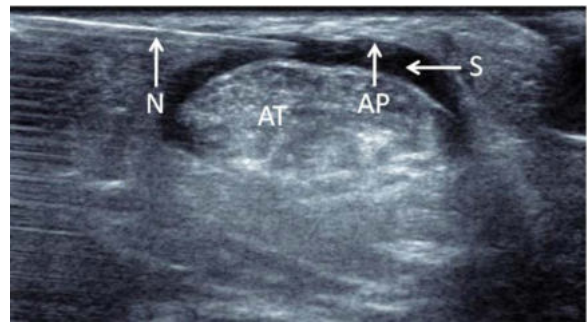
Un examen de ultrasonido axial durante la inyección de solución salina de alto volumen para el tendón de Aquiles no insertable tendinopatía (Abreviaturas: AT, tendón de Aquiles; AP, paratendón de Aquiles; N, aguja; S, solución salina inyectada).
